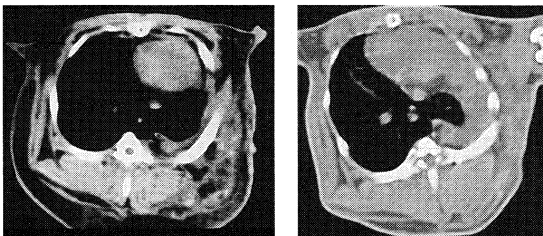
Findings of chest CT 1 month after operation
